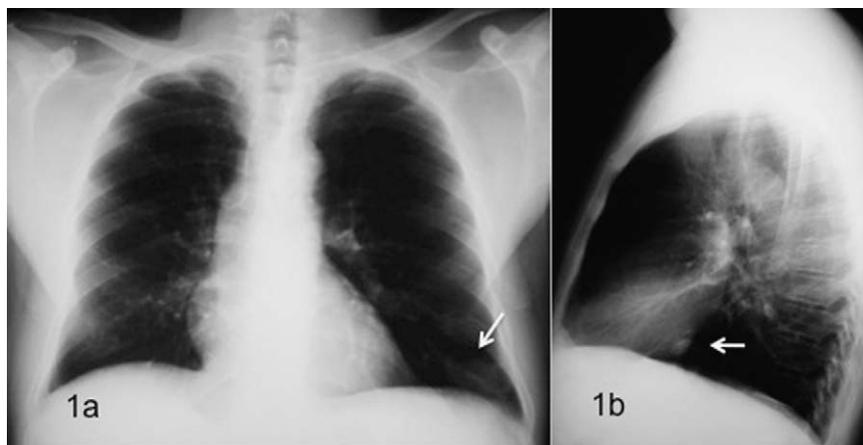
Radiografías posteroanterior (a) y lateral (b) de tórax, donde se observa una nodulación (flechas blancas) en el lóbulo inferior izquierdo.
